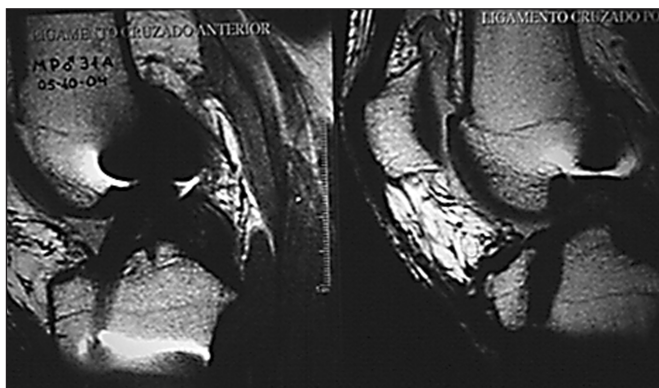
RMN. Injerto HTH.
